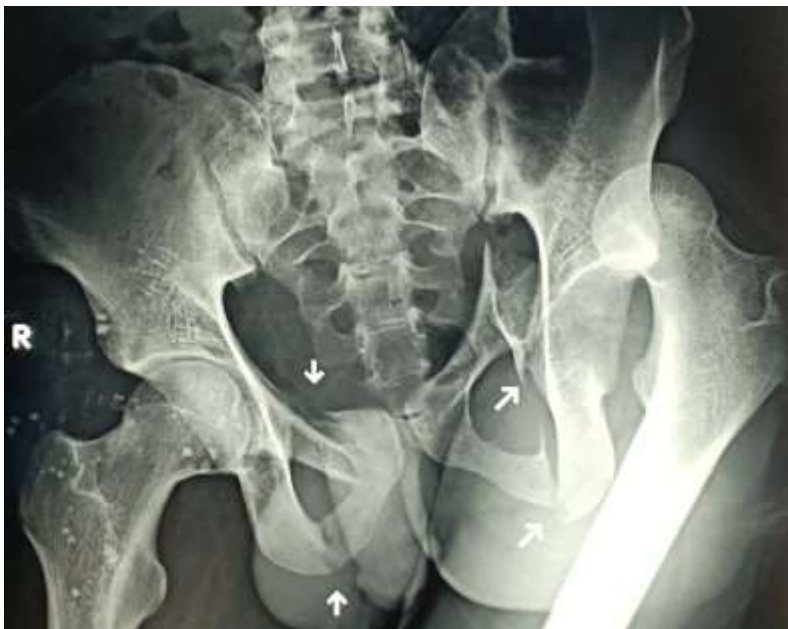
radiographie du bassin de face-luxation de la hanche gauche
